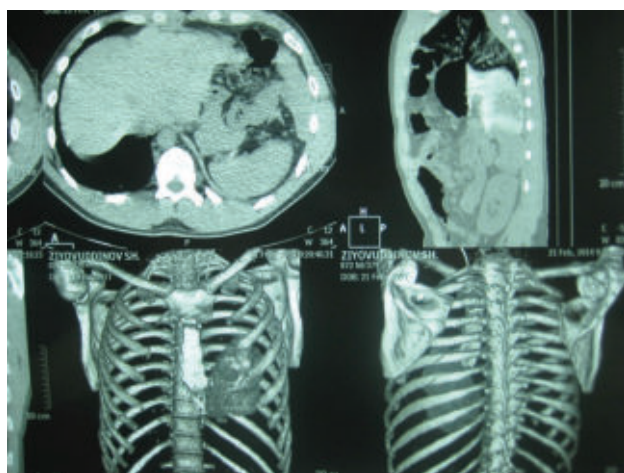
КТ: признаки пролабирования органов брюшной полости в левую плевральную полость, гемоторакс слева, ушиб левого легкого. Смещение органов средостения вправо. Перелом 6-7 ребер слева.
